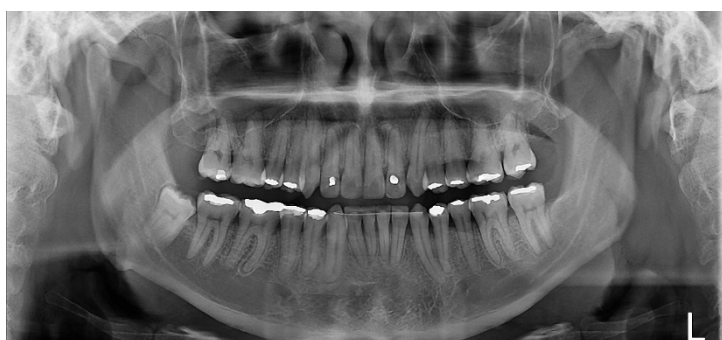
Radiografía panorámica postratamiento.
